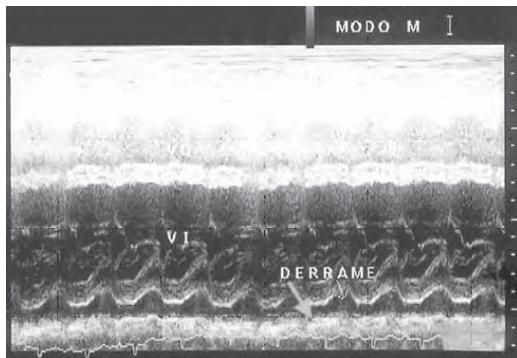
/4. Separación entre las hojas parietal y visceral del pericardio observada por ecocardiograma modo M, en un derrame pericárdico posterior.
